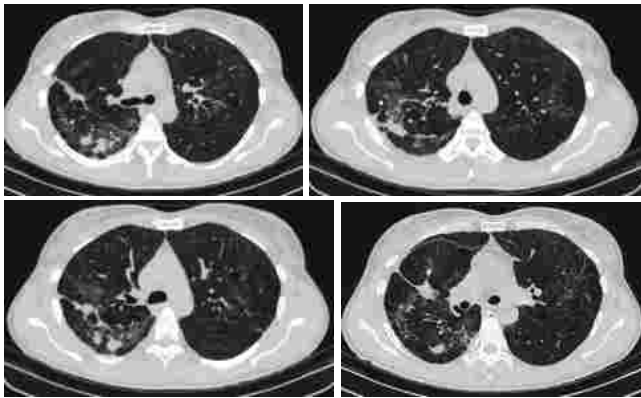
Компьютерная томограмма органов грудной клетки от 15.01.2015 — отрицательная динамика в процессе лечения. Фото аторов
